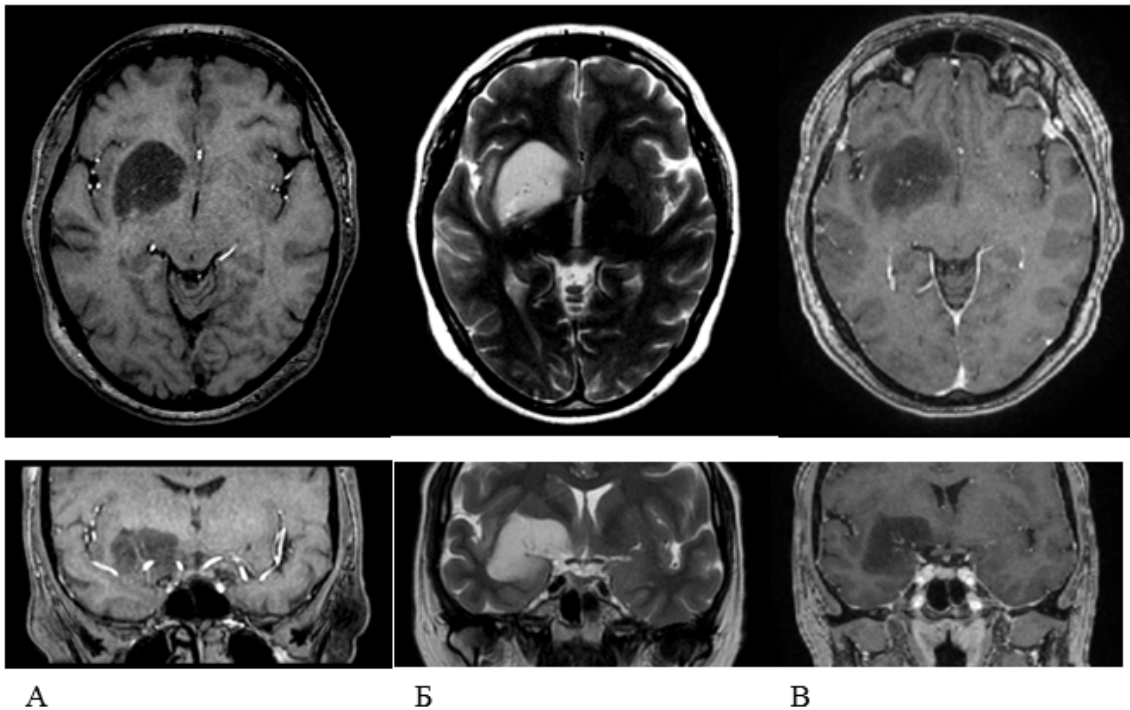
МРТ изображения пациента с диффузной глиомой базального переднего мозга: А – 3D-TOF МР-ангиографии; Б – T2; В – FSPGR с контрастом. Перфорантные сосуды располагаются внутри опухоли. Хорошо визуализированы перфорантные артерии во всех трех режимах
